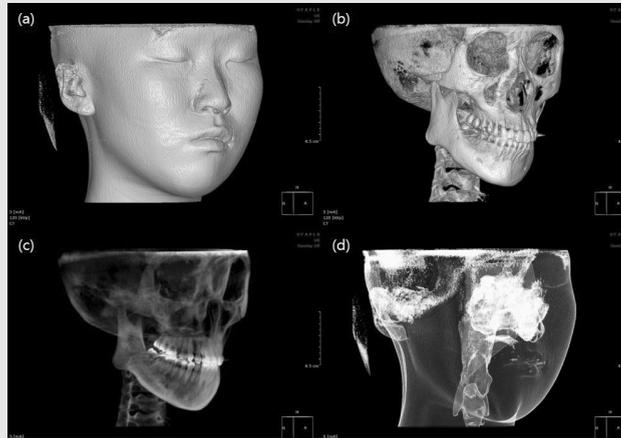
Fig 1 안면 비대칭 환자의 초진 CBCT 3차원 영상. (a) 연조직 영상, (b) 경조직 영상, (c) 치아 및 경조직 영상 (4) airway view.
